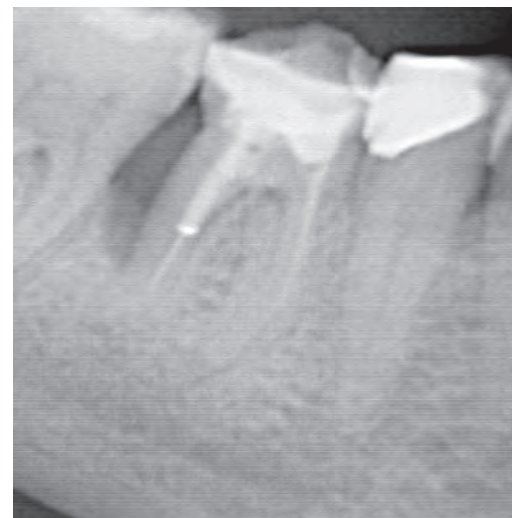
Röntgenbild vor der OP
